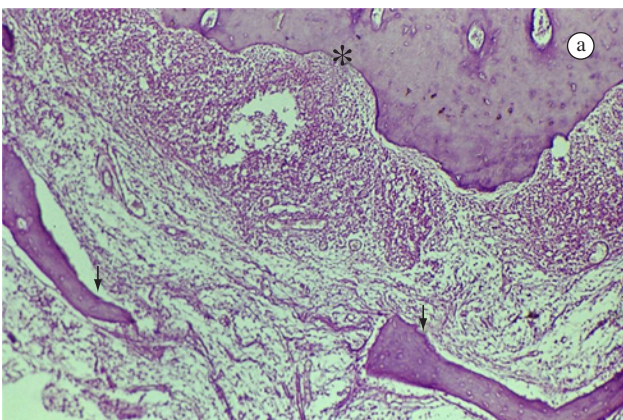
Grupo IV – a) Região periapical mostrando reação inflamatória, reabsorção cementária (*) e óssea (setas) de intensidade moderada (HE, 32X); e b) Detalhe caracterizando a região inflamatória com predomínio de células mononucleares e notável proliferação vascular (setas) (HE, 125X).
